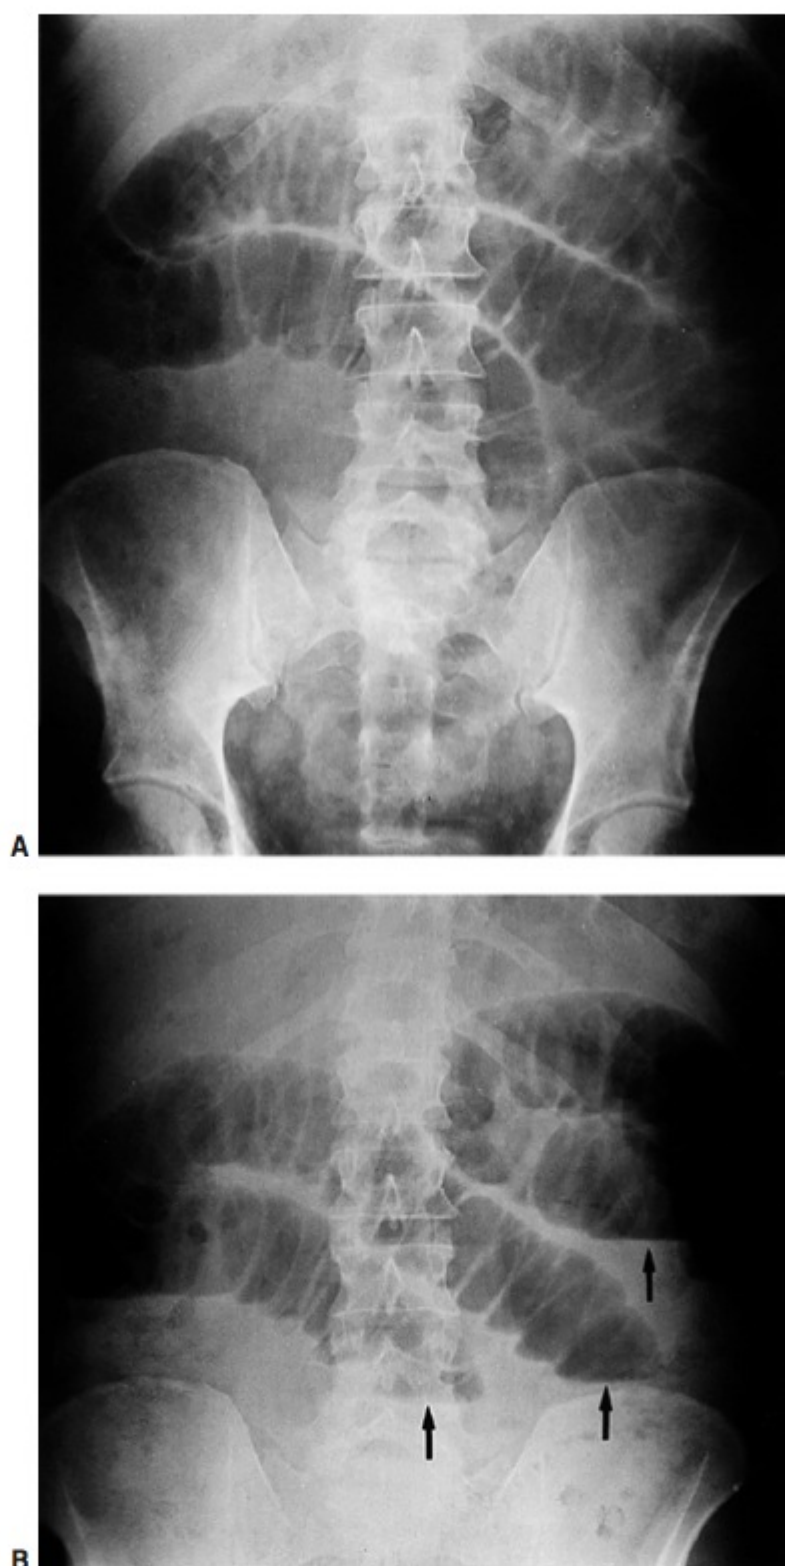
Radiografias abdominais nas posições supina (A) e ortostática (B) mostram o intestino delgado dilatado, com níveis hidroaéreos. (Reproduzida, com permissão, de Kadell BM, Zimmerman P, Lu DSK. *Radiology of the abdome*. Em: Zinner MJ, Schwarz SI, Ellis H, et al, eds. *Maingot's Abdominal Operations*. 10th ed. New York, NY: McGraw-Hill; 1997:24.)
